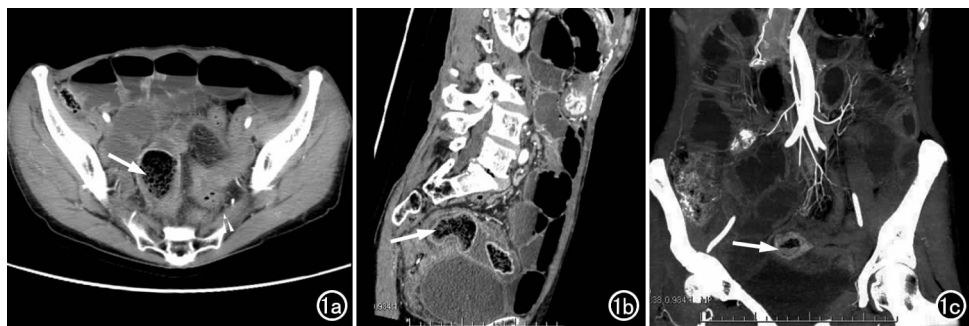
a) CT 轴面平扫示回肠内筛板状肠石影像(箭); b) 斜矢状面 MPR 示回肠内 2 个不规则形肠石影, 远端肠石较大(箭), 嵌顿于肠管内, 其上肠管明显扩张, 见多个液气平面, 下段肠管空虚; c) 冠状面 MPR 示肠腔内高密度肠石影(箭), 肠系膜上动脉主干及各大分支走行正常。
